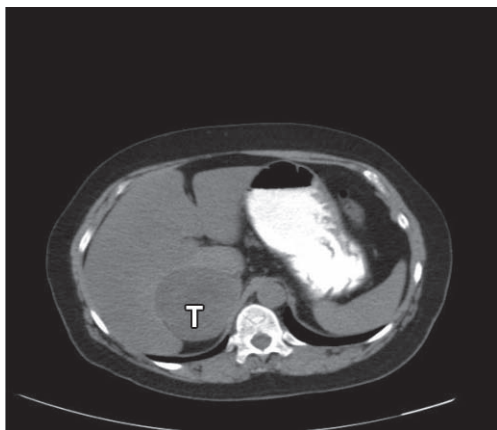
Aspectul CT al tumorii suprarenaliene: formațiunea tumorală (T) situată la polul superior renal drept în aria de proiecție a hilului hepatic, cu dimensiunile: 66/73/60 mm. Formațiunea prezintă structura intens neomogenă.
